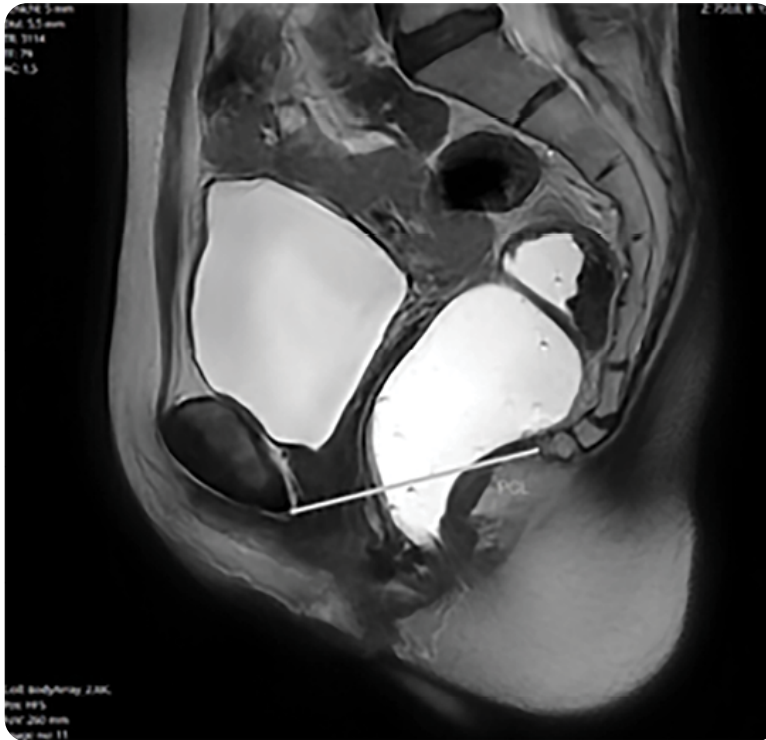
MRT-Defäkographie mit Normalbefund.
